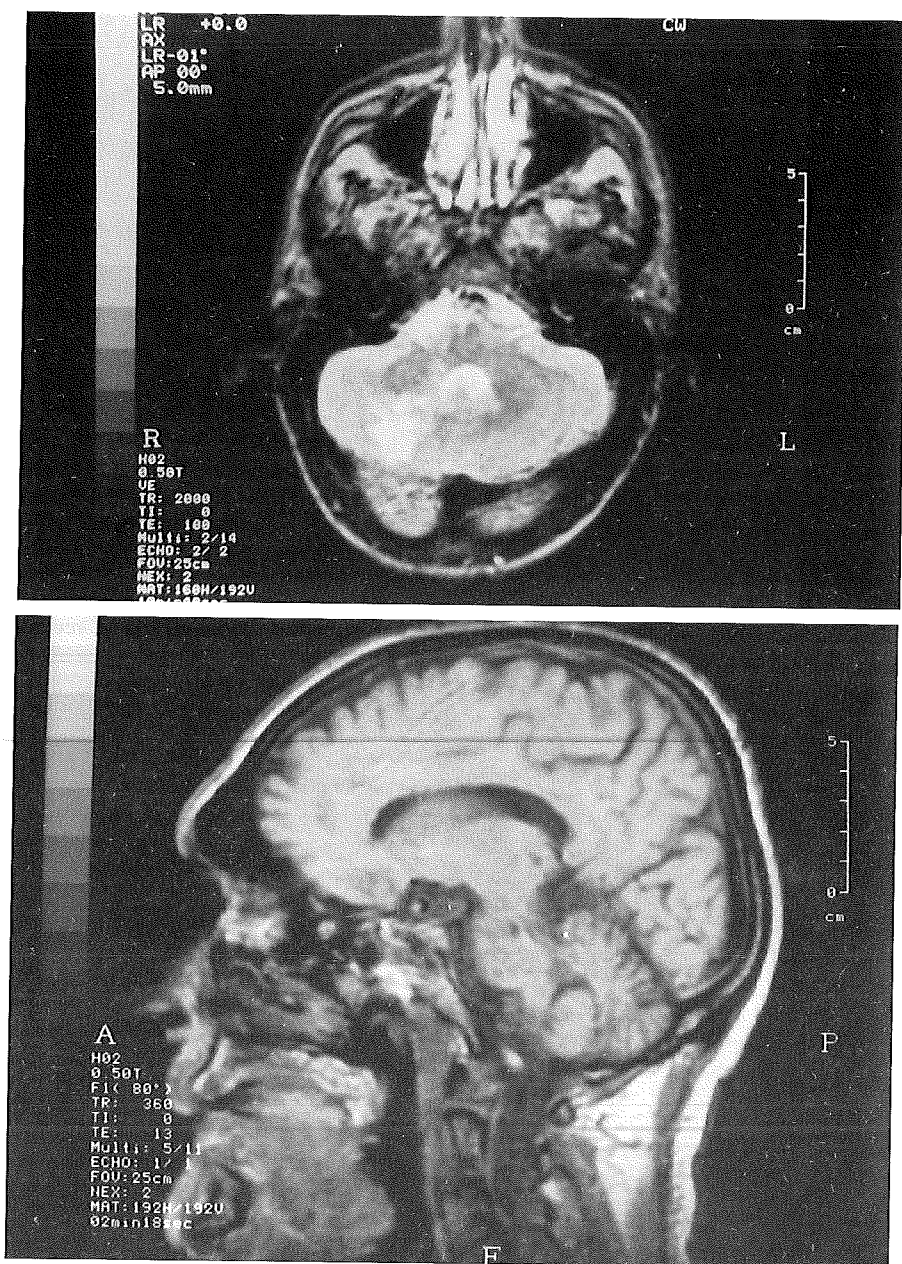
(A) Axiaal T₂-gewogen MR beeld van de hersenen op dag 5 na het ontstaan van de neurologische symptomen toont een rechter cerebellair infarct. (B) Parasagitaal MRI beeld in T₁ door de hersenstam toont 2 punctiforme letseltjes van een lage signaalintensiteit.
